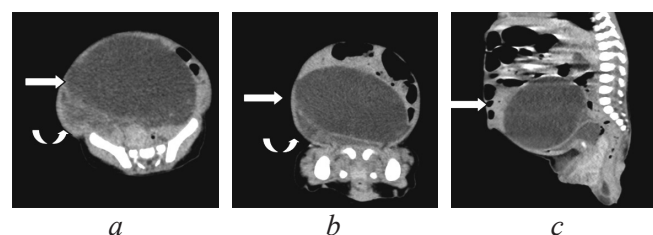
Результаты мультислайсной спиральной компьютерной томографии. Реконструкции в проекциях: а — аксиальной, б — коронарной, с — сагиттальной. Стрелками обозначены кистозные образования
